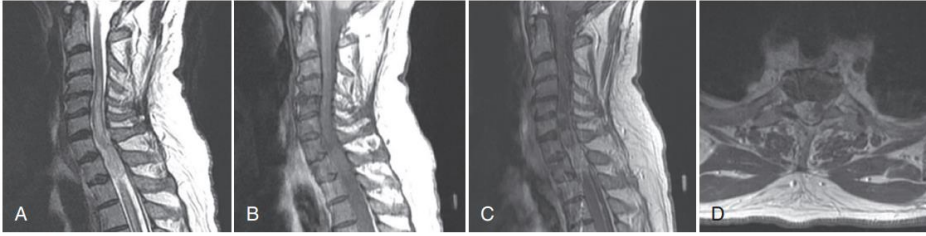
High-grade astrocytoma. A 58-year-old man presented with several weeks of back and chest pain as well as worsening right leg weakness. He also reported decreased sensation in his chest and legs. (A) Spinal magnetic resonance imaging was obtained, demonstrating a hyperintense intramedullary lesion on T2-weighted images in the cervical and cervicothoracic lesion that expanded and distorted the cord. (B and C) T1-weighted image (B) demonstrates isointense signal characteristics that heterogeneously enhanced in the C7–T1 region with contrast administration (C). (D) Axial T1-weighted image after contrast enhancement showed asymmetrical growth of the cord, with displacement of nonenhancing portions toward the left of the canal. The patient underwent a C5-to-T2 laminectomy and tumor biopsy. Pathology confirmed the presence of a high-grade astrocytoma.
